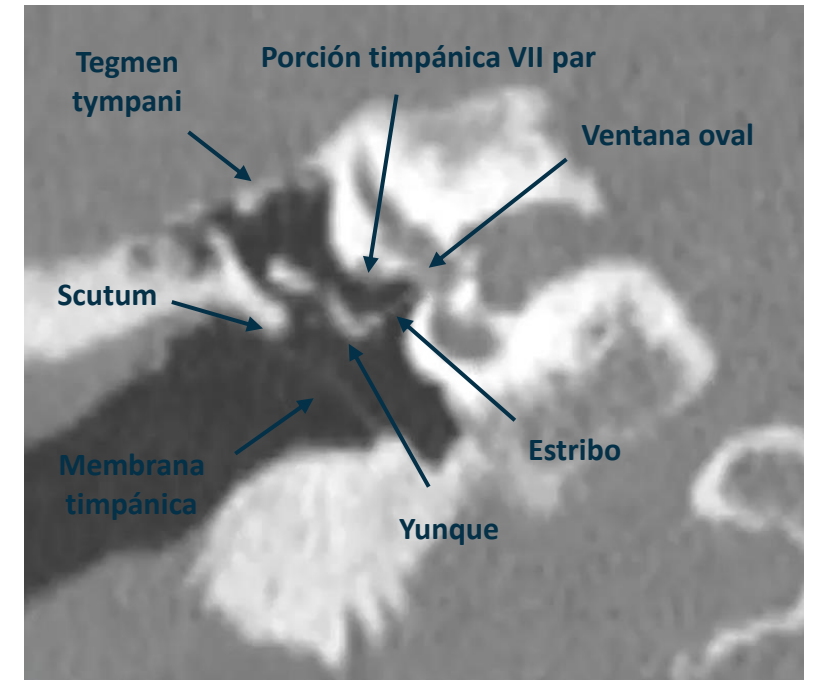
Anatomía básica del oído medio en TC coronal
